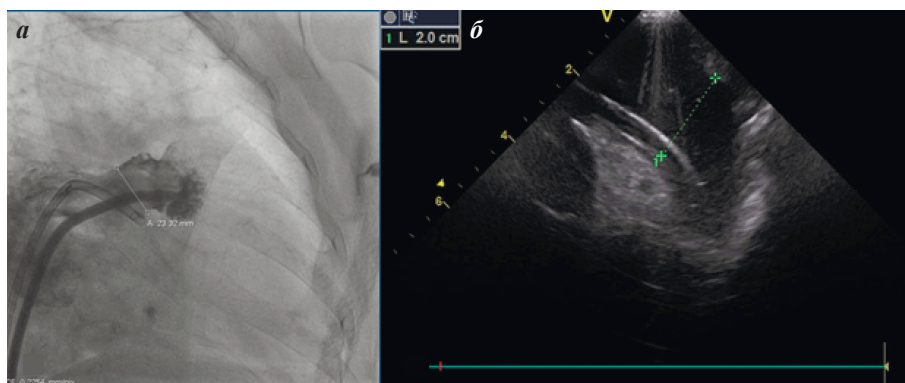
Измерение диаметра устья ушка левого предсердия по данным рентгеноскопии (а) внутрисердечной эхокардиографии (б).
